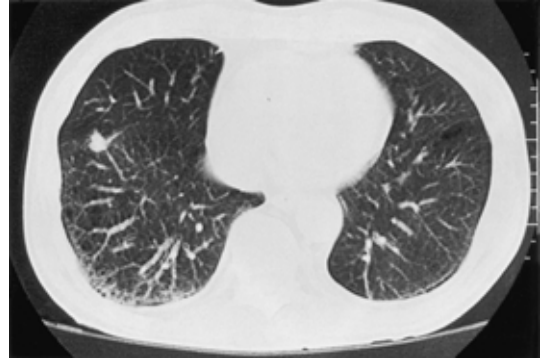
Chest CT scan of case 2 showing a small mass with the comet tail sign in the right S8. Rounded atelectasis appears from the interlobular pleura.
